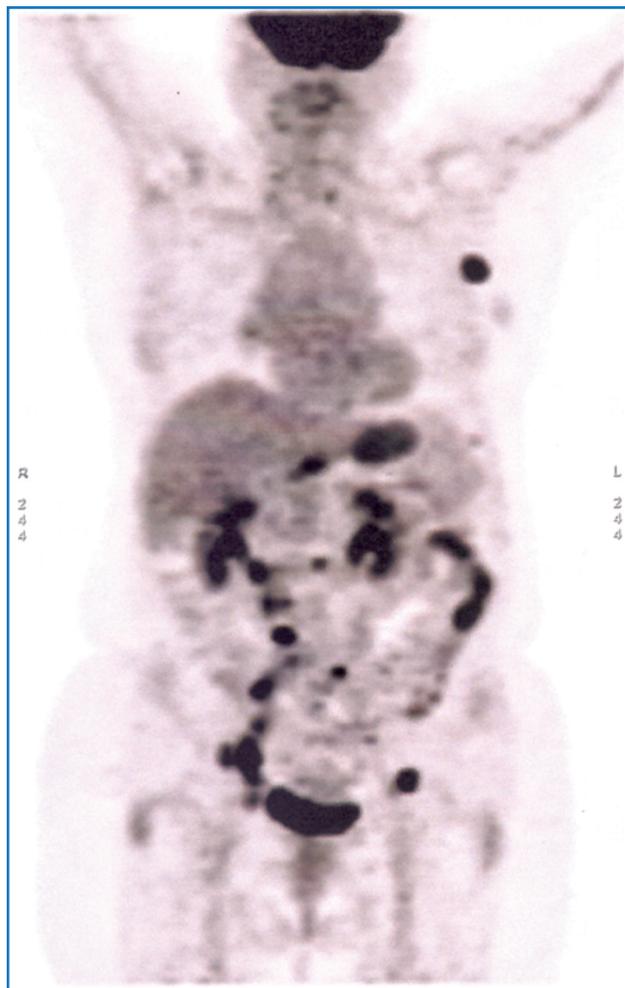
Esame PET del maggio 2013. Presenza di multiple adenopatie ipermetaboliche a livello ascellare, addominale in sede para-aortica, inter-aorto-cavale, paracavale, lungo il decorso dei vasi iliaci di destra e a sinistra in sede iliaca esterna.
